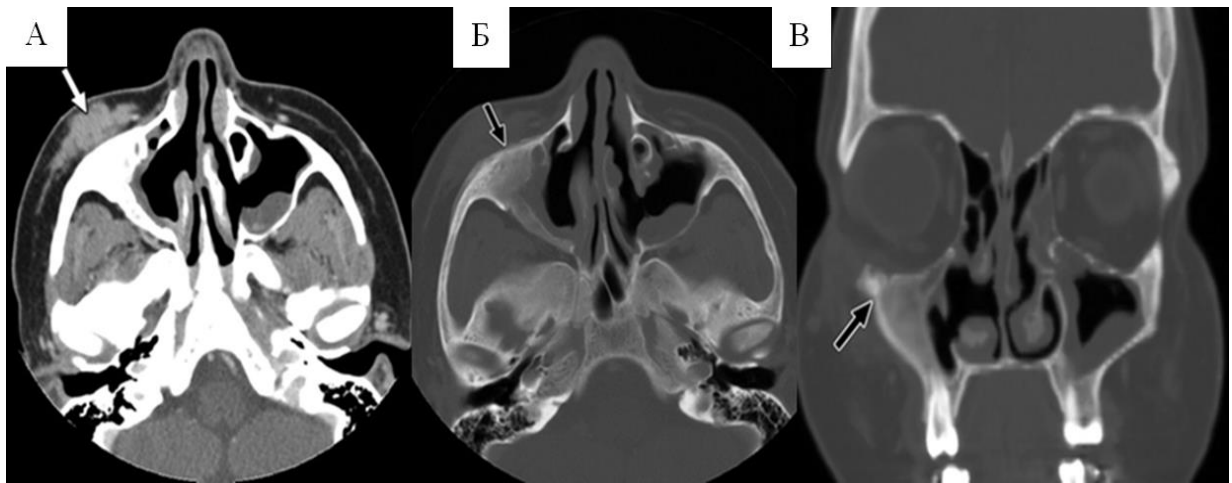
Постконтрастна КТ у аксіальній (м'якотканинне – А і кісткове – Б вікна) і фронтальній площинах (В, кісткове вікно). Хвороба Розаї-Дорфман (Rosai-Dorfman) – у м'яких тканинах правої щоки (стрілка А) і прилеглого до них окістя бічної стінки верхньої щелепи (стрілка, Б і В) визначається дифузне накопичення контрастної речовини та потовщення слизової оболонки гайморових пазух. Гістологічне дослідження м'яких тканин – підшкірна хвороба Розаї-Дорфман (за La Barge D.V. et al.).
